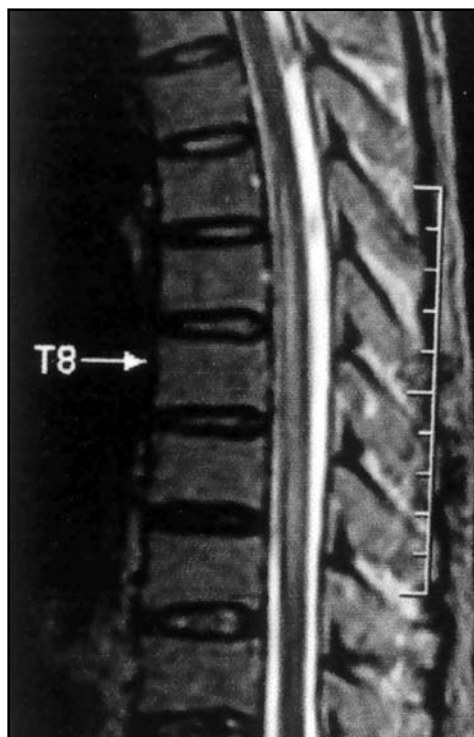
RM de coluna torácica corte sagital, pesado em T2 mostrando lesão hiperintensa intra-medular.
